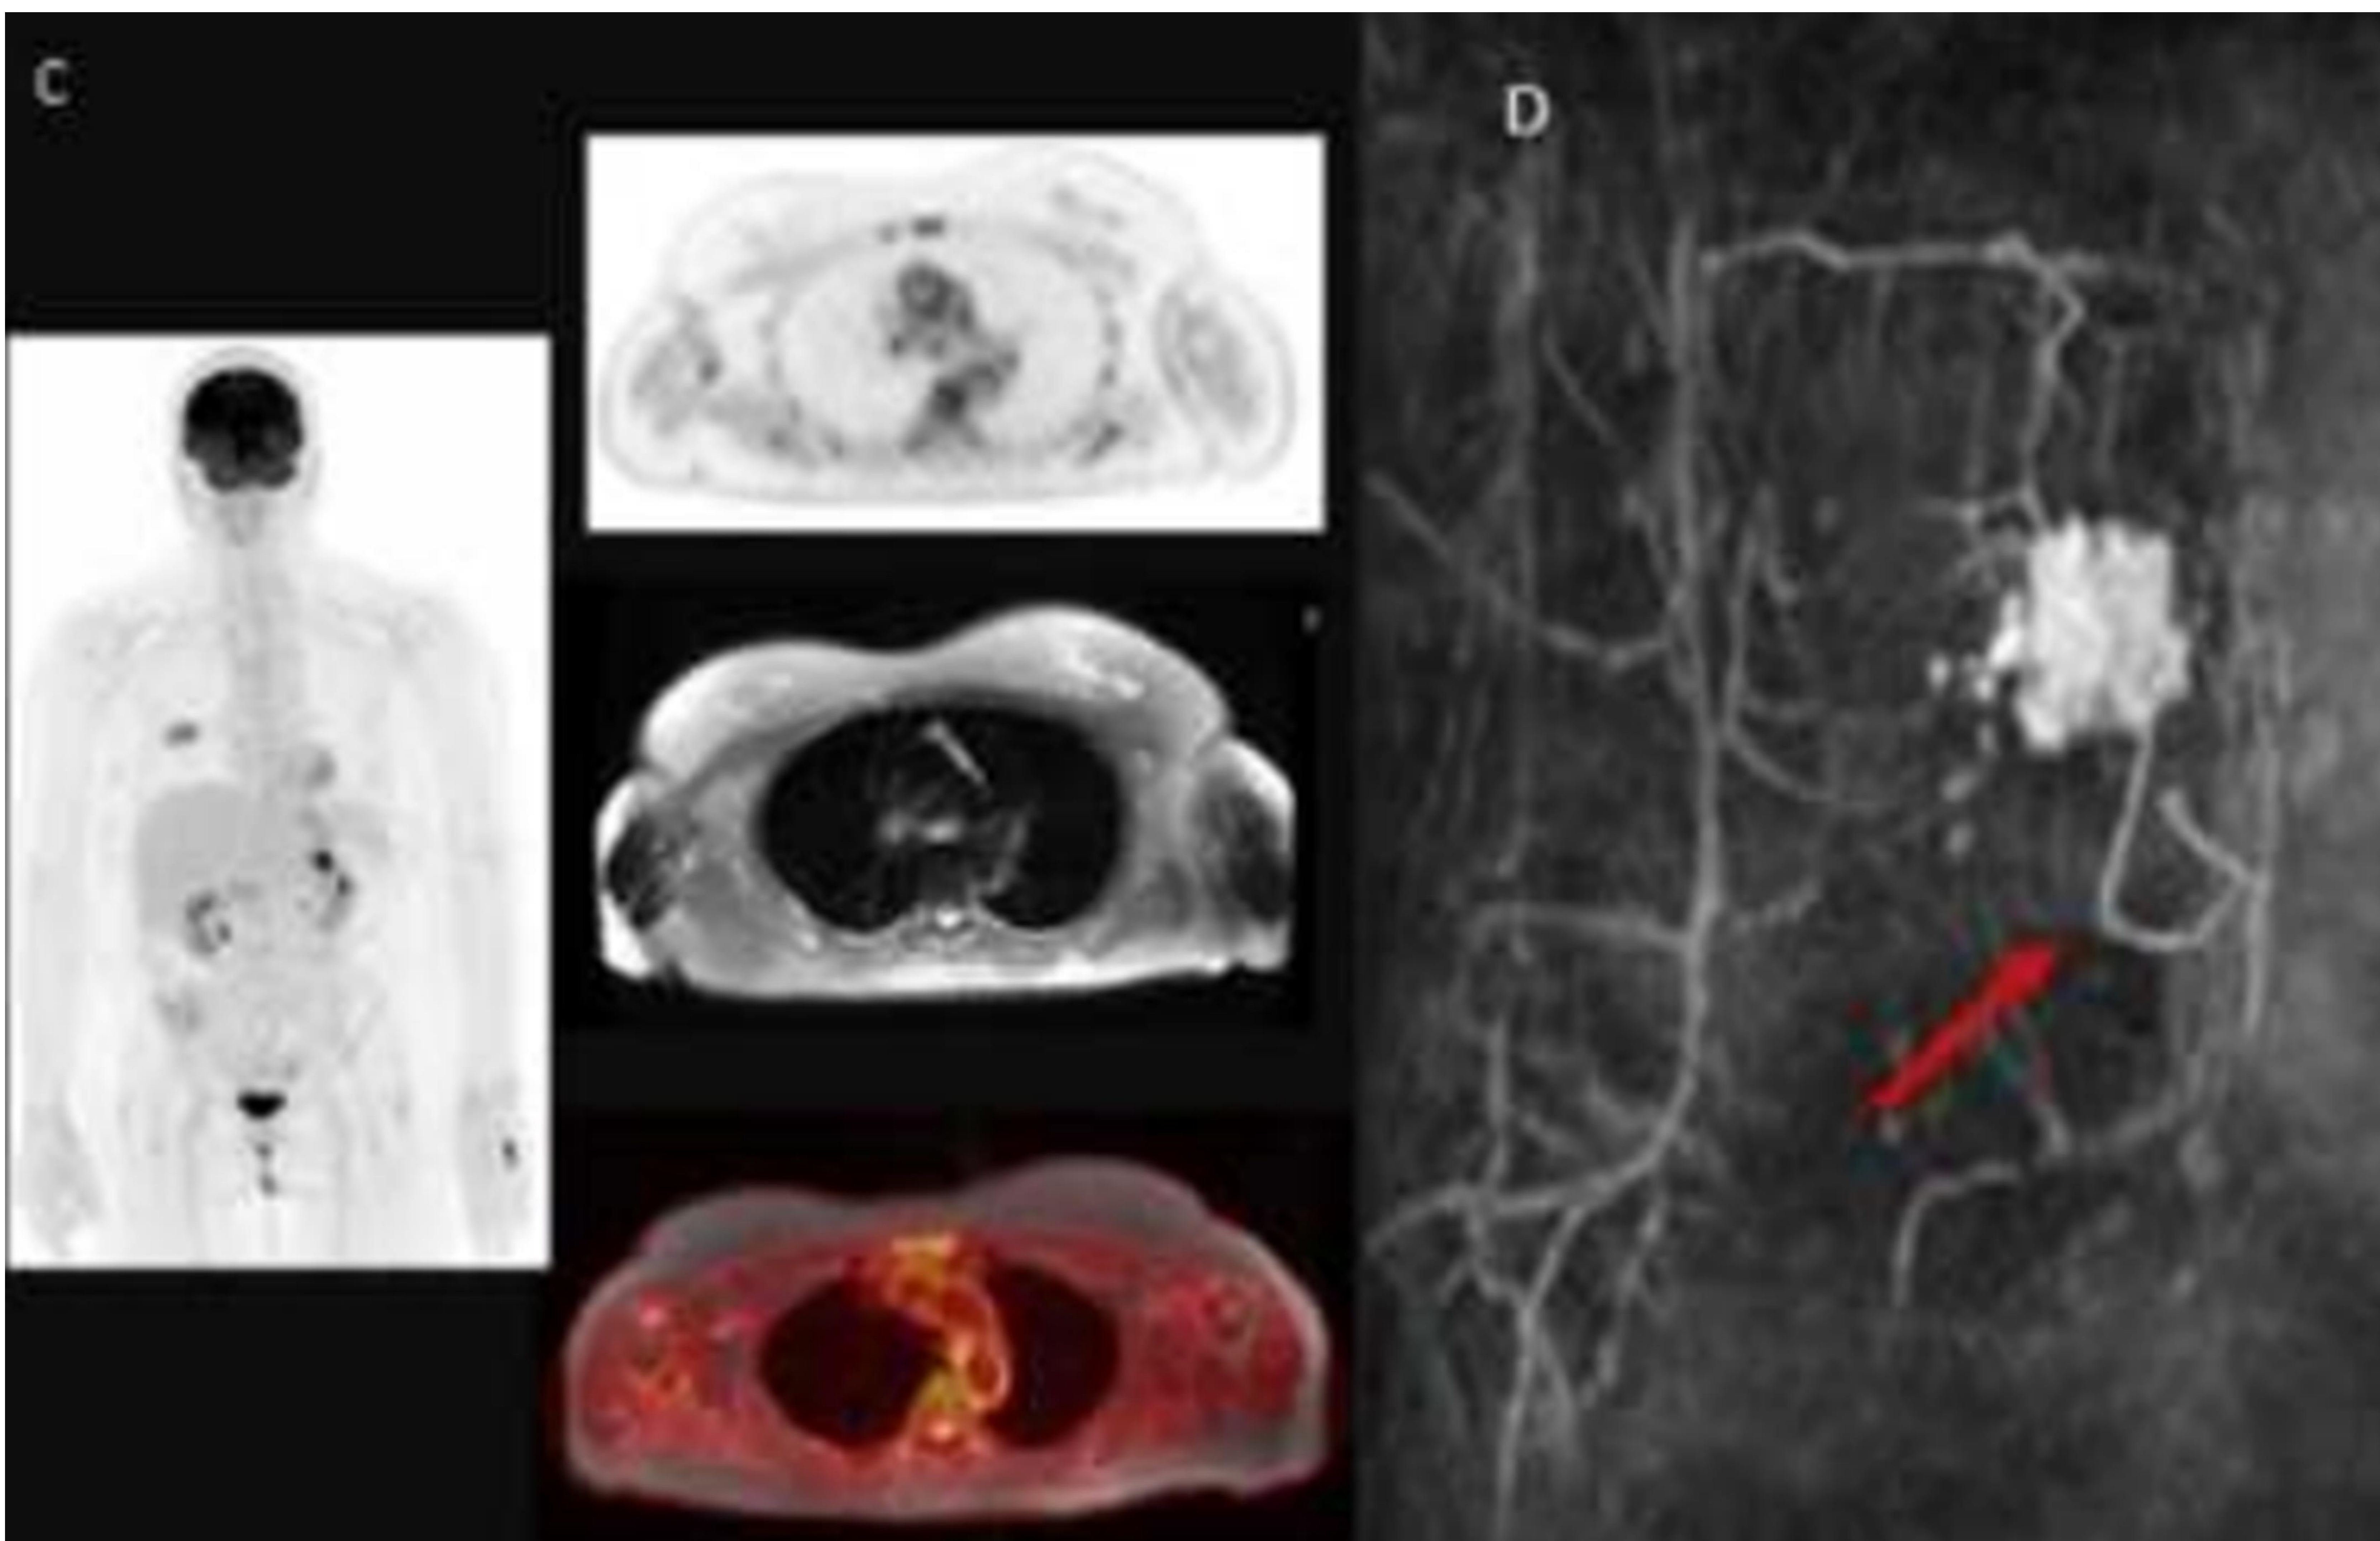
Imagen MIP de cuerpo completo y cortes axiales PET, RM y fusión seleccionados de la cadena mamaria interna (C).
